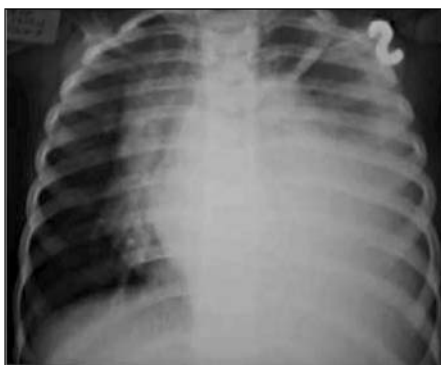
Radiografia pacientului U.
